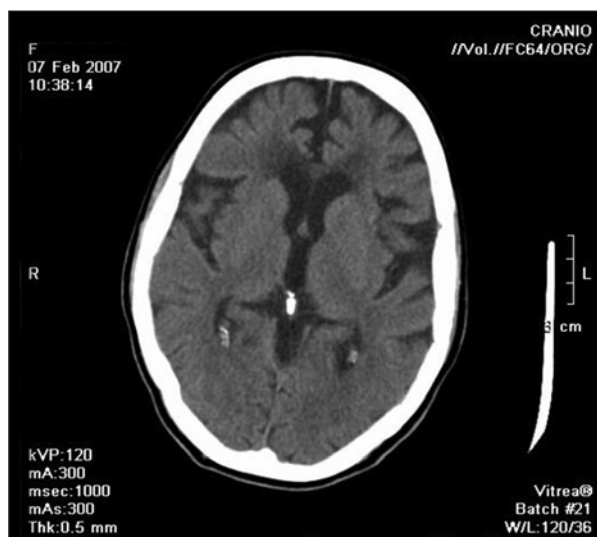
Tomografia computadorizada de crânio, nas 48 horas após terapia de reperusão endovascular no acidente vascular cerebral agudo.
